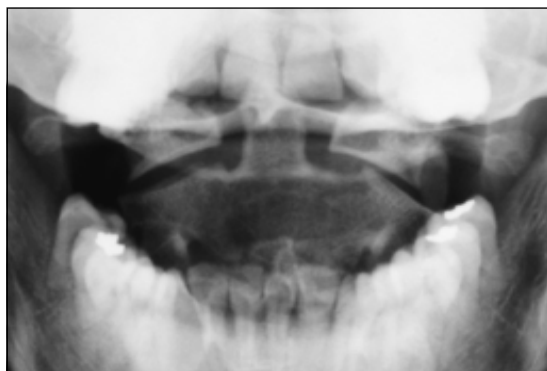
Radiografía C1-C2 AP.
